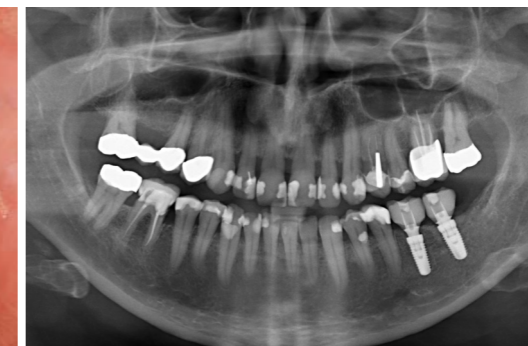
Das Röntgenkontrollbild zeigt die gute Knochenanlagerung an den Implantatschultern, den nötigen Abstand zum Nervus alveolaris inferior und die anatomischen Kronendurchtrittsprofile.
